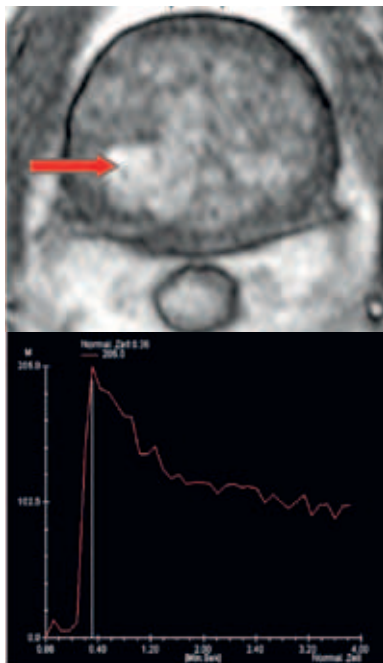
MRT, schnelle T1-Wichtung, dynamische Kontrastmitteluntersuchung. Frühphase der KM-Aufnahme (links). Grafische Darstellung des Signalintensitätsverlaufes (rechts). Im Bereich des Prostatakarzinoms (Pfeil) sind ein steiler Kurvenanstieg und ein Kurvenabfall („Auswascheffekt“) erkennbar.
